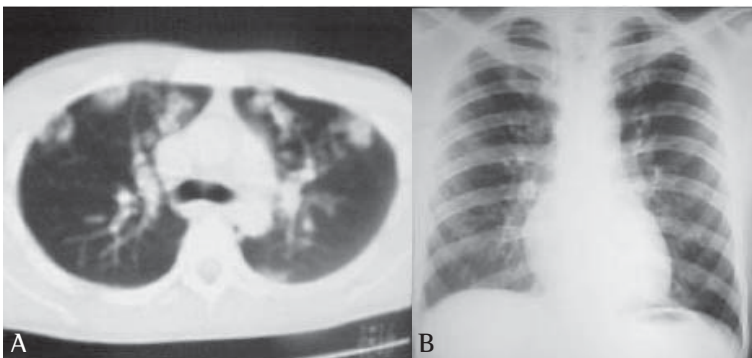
A) Tomografia computadorizada de tórax no momento do diagnóstico; B) Radiografia de tórax anos depois, na ausência de tratamento
